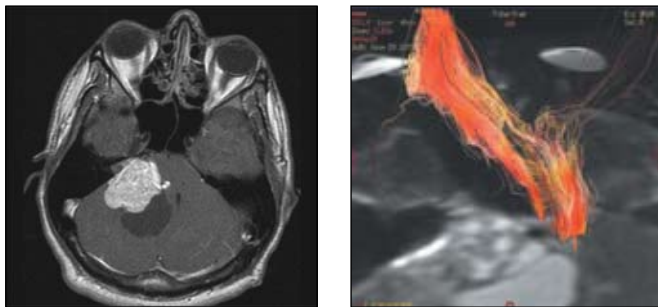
МРТ выявляет большую опухоль правого мостомозжечкового угла; МР-трактография показывает степень смещения опухолью проводниковых путей моста и продолговатого мозга.
